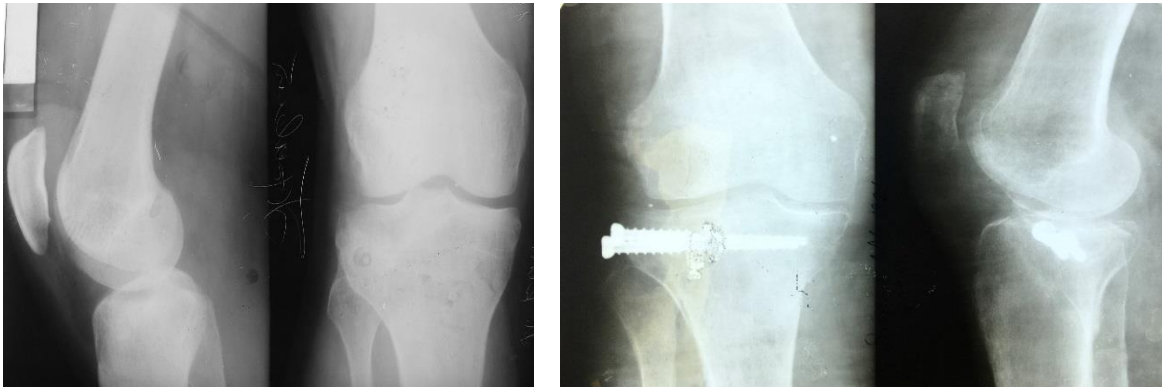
Фото рентгенограм хворої О. 28 років: перелом зовнішнього виростку – тип ВІІ (до та після оперативного втручання).
